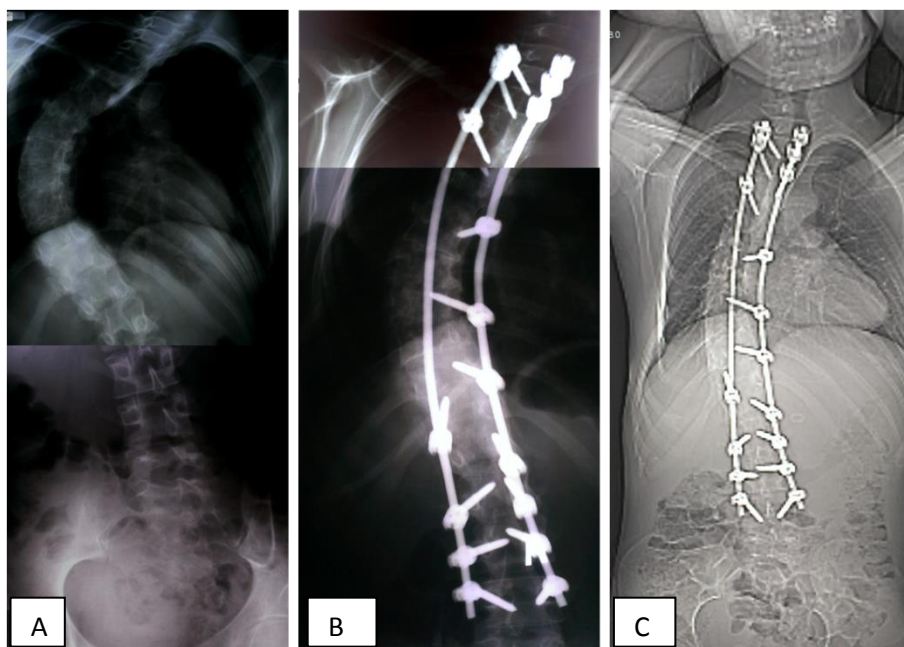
Рентгенограммы: а) до операции, в) после операции, с) через 3 года с момента операции
